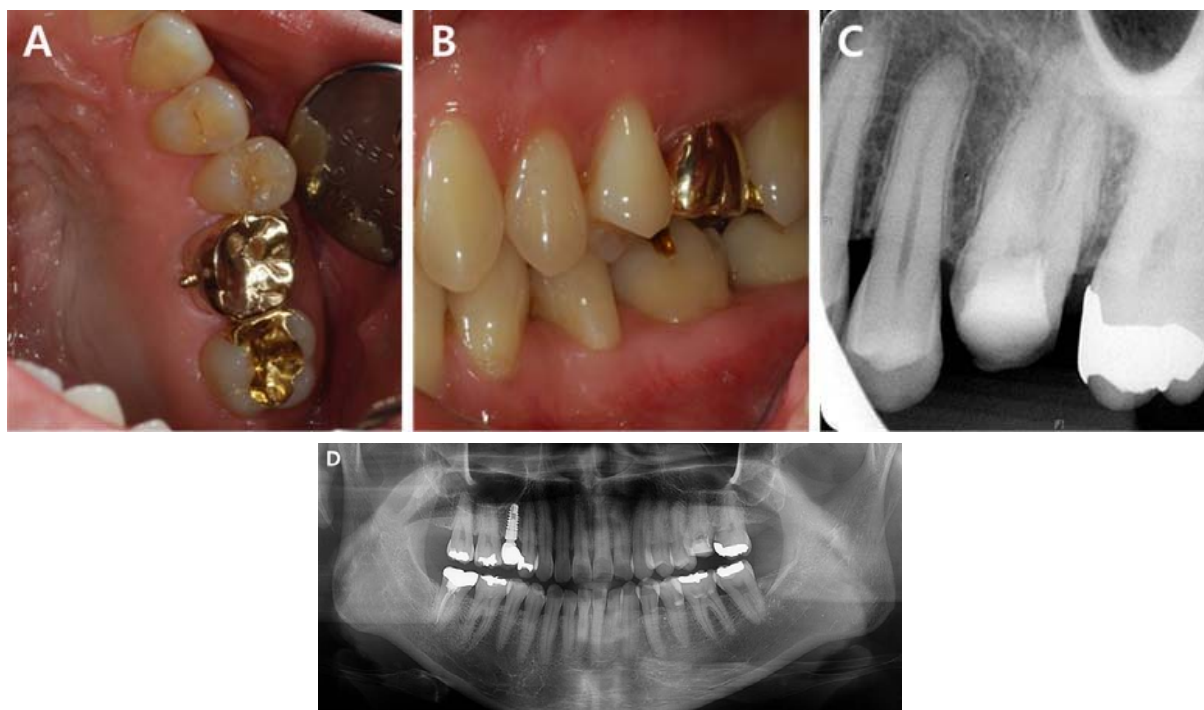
Intraoral photographs and radiograph at first visit. (A) Occlusal view. (B) Facial view. (C) Periapical view. (D) Panoramic view.
